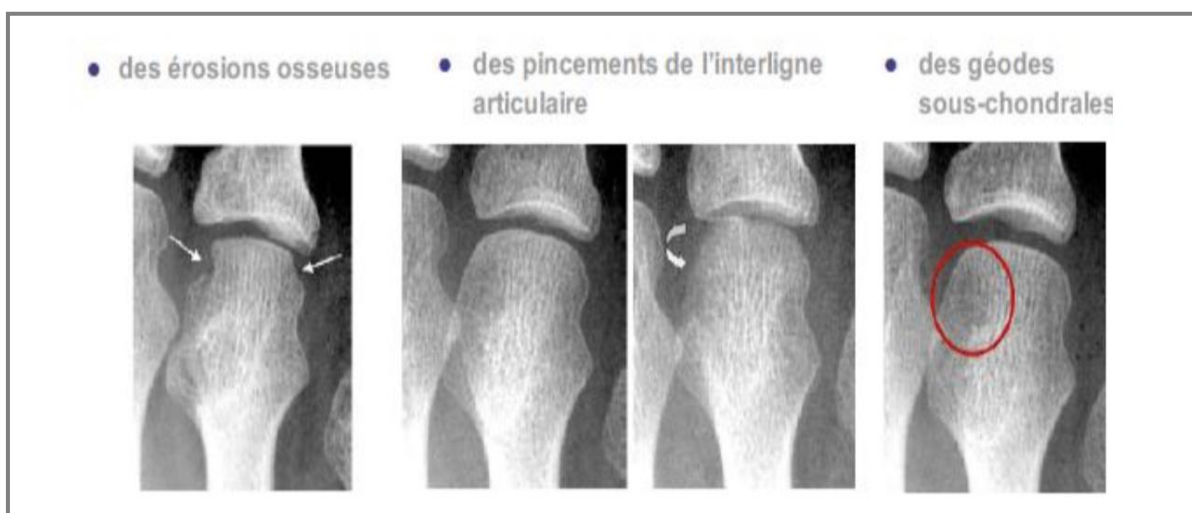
Radiographie érosions osseuses, des pincements de l'interligne articulaire, des géodes sous chondrales(215)
